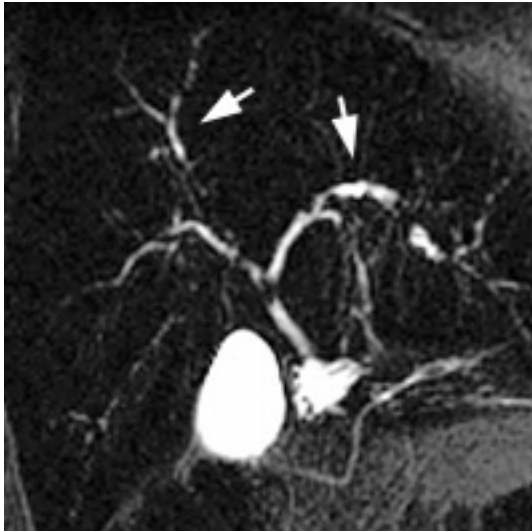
CP-IRM : cholangite et histiocytose X : dilatations moniformes des VBIH proximales (flèche) et dilatations des VBIH périphériques droites (flèche), (séquence SS-FSE, coupe frontale de 20 mm d'épaisseur, TE eff 800 msec).
